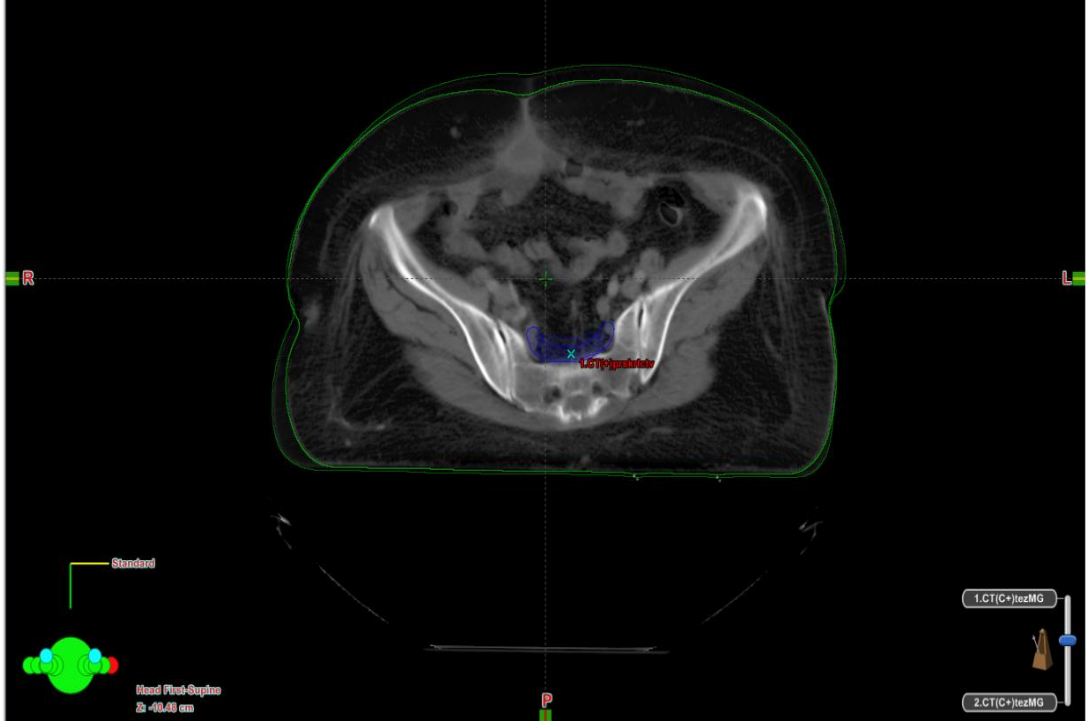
DTD kullanılan hastada, tedavinin başı ile 3. haftanın sonundaki BT kesitlerinin füzyonu ve CTV'deki değişikliğin sagittal kesitteki görüntüsü
